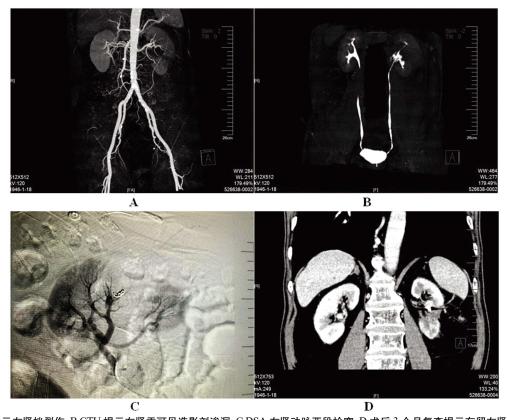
A.CTA 提示左肾挫裂伤;B.CTU 提示左肾盂可见造影剂渗漏;C.DSA 左肾动脉亚段栓塞;D.术后 3 个月复查提示存留左肾部分显影良好。 Fig.3 A.CTA showed left kidney contusion and laceration; B.CTU showed contrast media leakage in the left renal pelvis; C.DSA left renal artery subsegmental embolization; D.Three months after operation, the left kidney was well developed.
